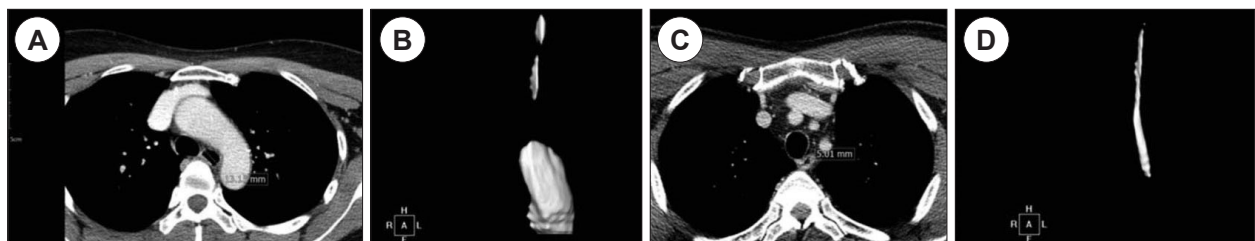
A : Large air column in esophagus shown in the CT scan of 51-year-old woman. Maximum diameter of air column of esophagus was measured (13.12 mm). B : 3D reconstruction image of air column in the esophagus in the CT scan of the same patient using Rapidia[®] shows large air column (2,045.22 mm³). C : Air column is nearly not visible in the CT scan of 30-year-old man. D : 3D reconstruction image of air column in the esophagus in CT scan of the same patient using Rapidia[®] shows streak-like structure.
